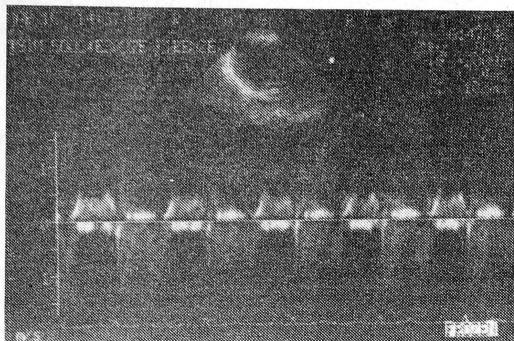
Допплерэхокардиограмма при митральной недостаточности.
